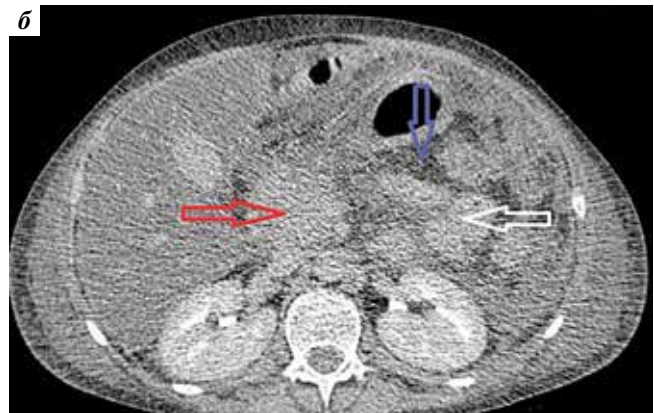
Компьютерная томография на 4-е сутки (IA фаза) развития панкреонекроза у больного острым лимфобластным лейкозом после терапии препаратами L-аспарагиназы (собственное клиническое наблюдение): а – артериальная фаза; б – выделительная фаза. Контрастируются значительно увеличенная головка поджелудочной железы (красная стрелка), фрагменты тела и хвоста (белая стрелка). Отмечается инфильтрация парапанкреатической клетчатки (синяя стрелка). Контуры поджелудочной железы не прослеживаются
